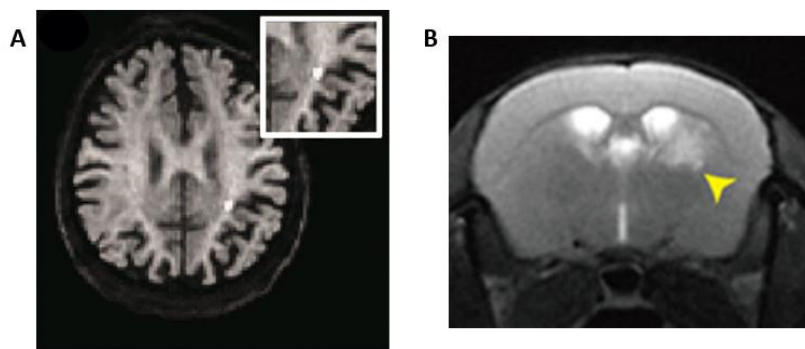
Estudi d'infarts cerebrals per MRI. A) Petits infarts subcorticals recents en pacient amb malaltia de petit vas detectables per seqüències DWI. Extret de (Ter Telgte A et al., 2018). B) Infart subcortical en un ratolí subjecte a estenosi asimètrica bilateral de l'artèria caròtida (ACAS) . Extret de (Hattori Y et al., 2015).
